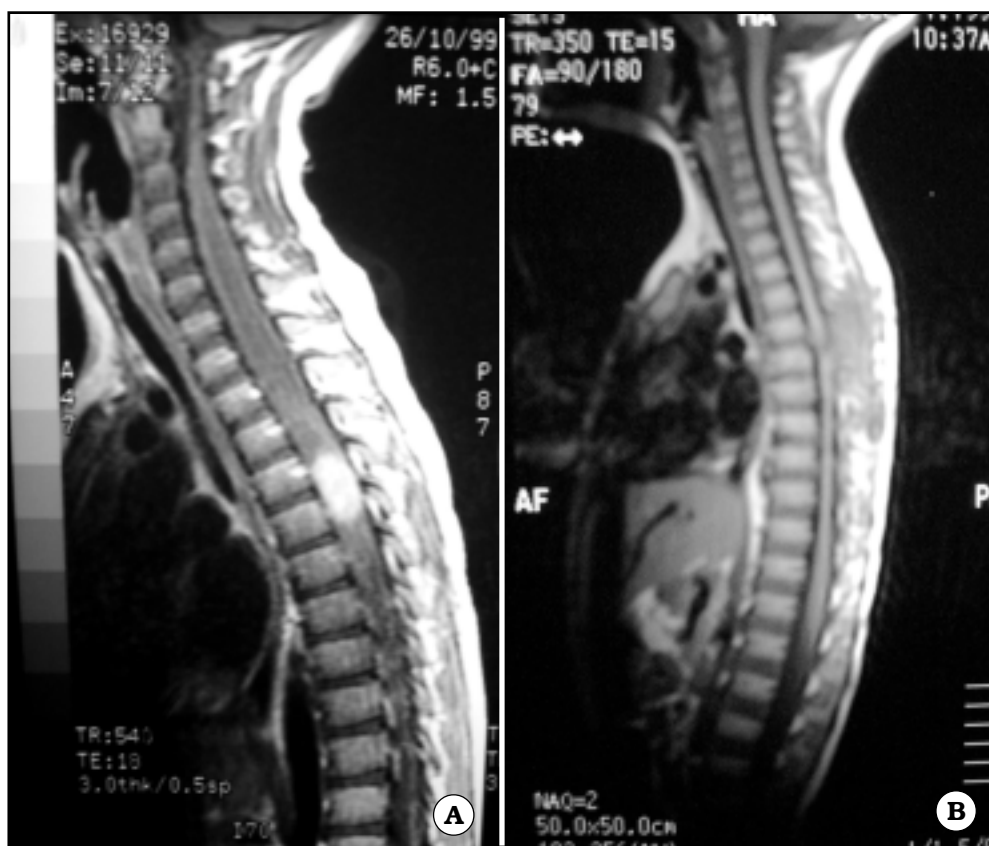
A. IRM: imagen sagital en T1 que muestra lesión cervical intramedular a nivel T4-T5 con refuerzo del contraste y marcado edema medular que corresponde a un histoplasma. B. IRM: imagen sagital en T1 con gadolinio un mes después de la cirugía que muestra la resección completa del histoplasma
